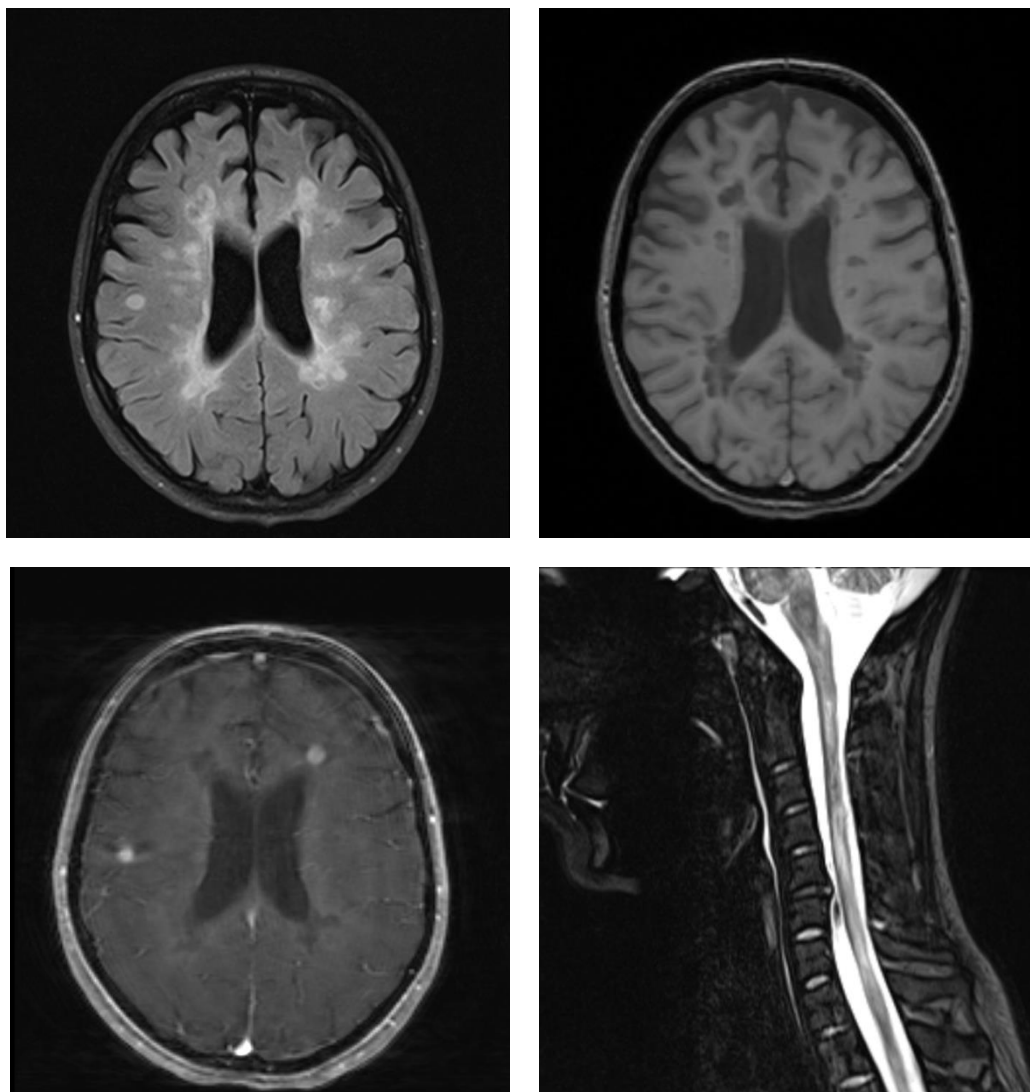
МРТ головного мозга и шейного отдела спинного мозга пациентки П., 25 лет
